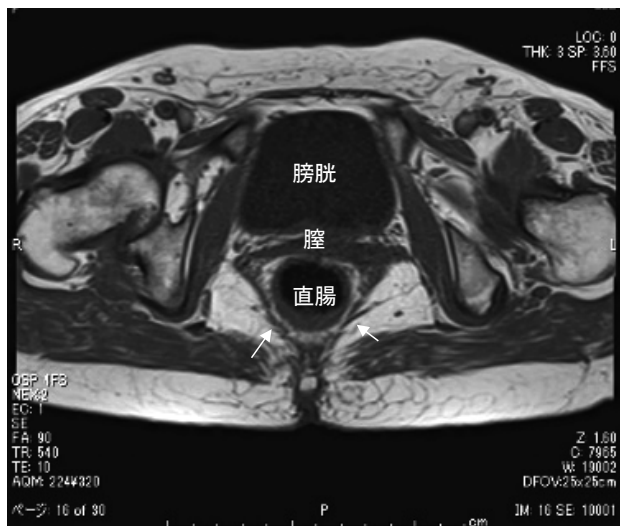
磁気治療後のMRI T1強調画像(症例1)
